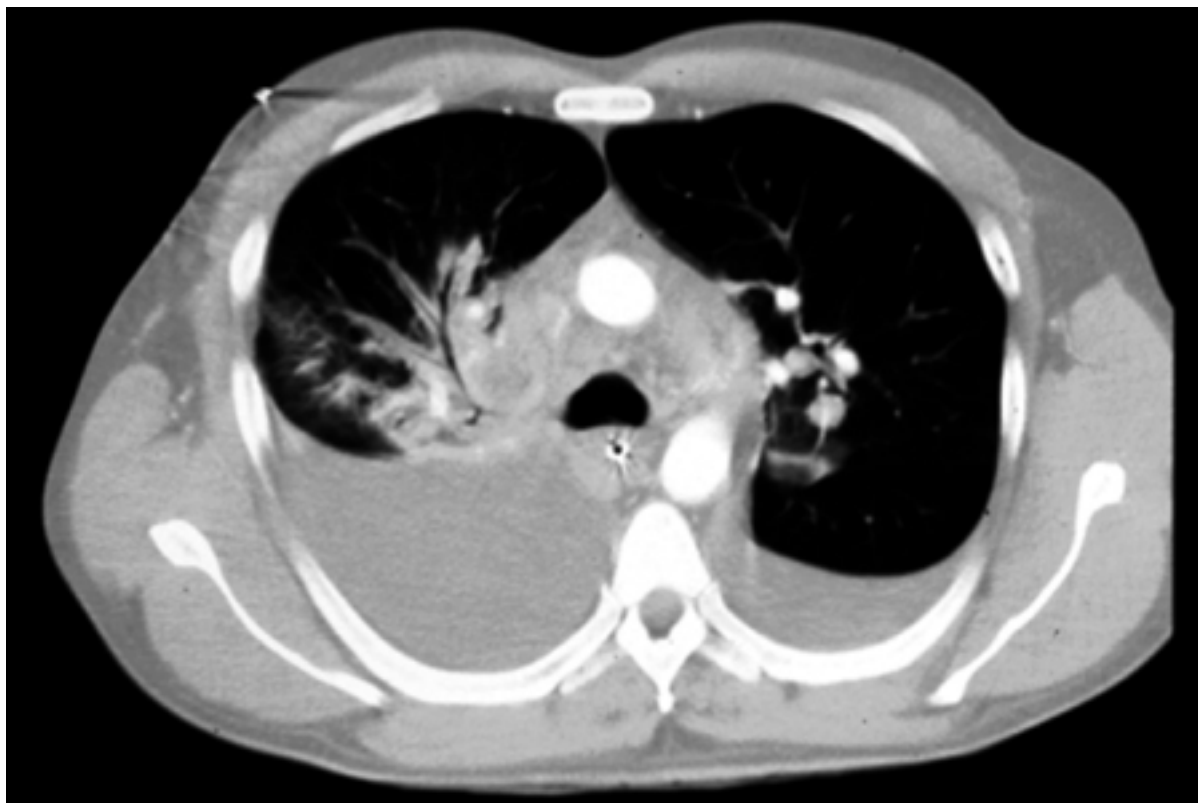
Tomografia computadorizada (TC) do tórax revelando uma linfadenopatia peri-hilar, infiltrados peri-hilares e um mediastino alargado
